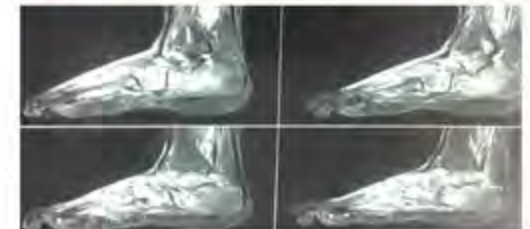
IRM = Coupes axiales en T2
